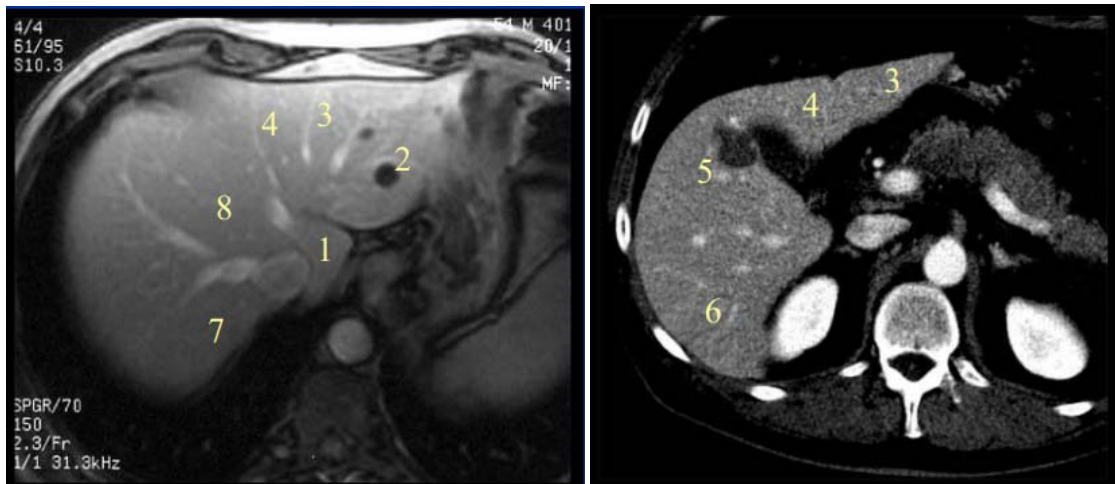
Aspect IRM et TDM montrant les différents segments du foie.
